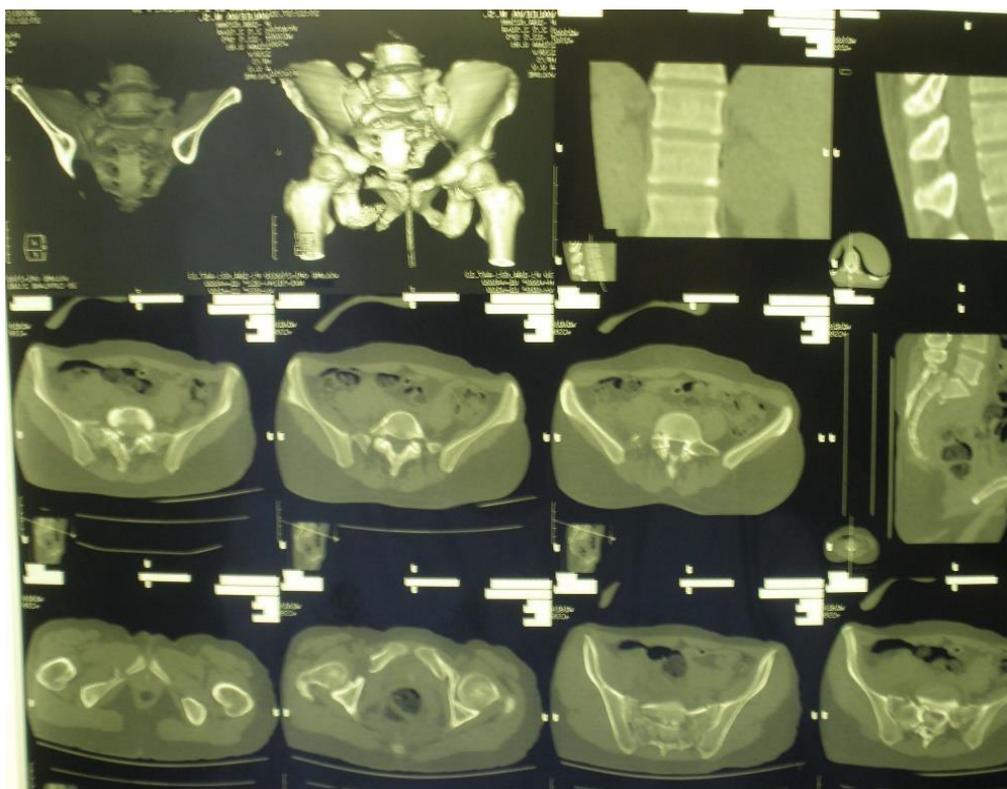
Компьютерная томография пациентки К. 39 лет
